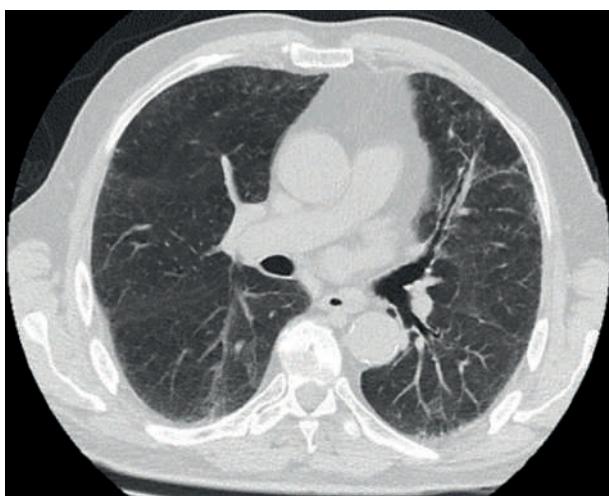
Imagen de TC torácico donde se muestra afectación bibasal con patrón en vidrio deslustrado y engrosamiento intersticial.
